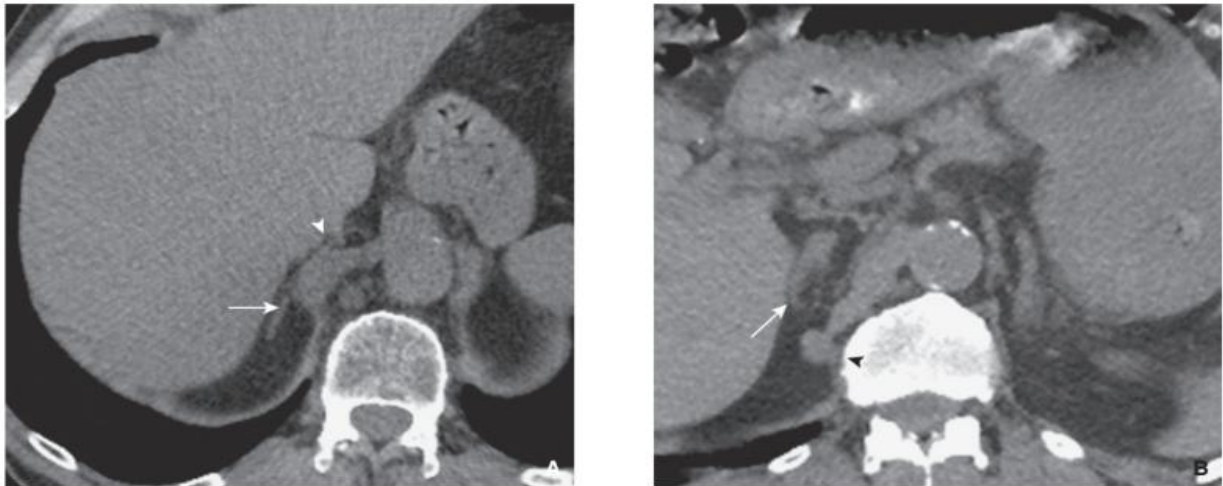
Coupes axiales en TDM de la surrenale droite. Images pièges pouvant simuler une masse de la surrenale (flèche). Renflement inhabituel du pilier droit du diaphragme (A); expansion inhabituelle du pilier droit du diaphragme (B) (têtes de flèche). [29]
